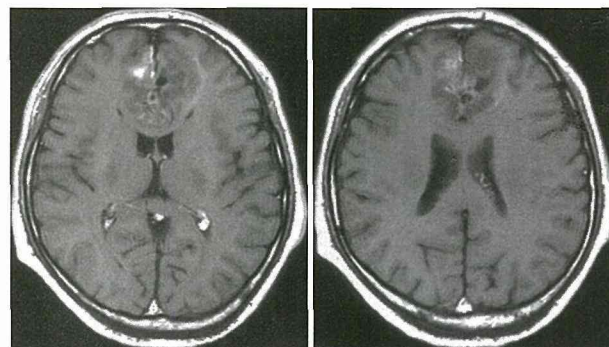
1996年5月10日：Gd-MRI
